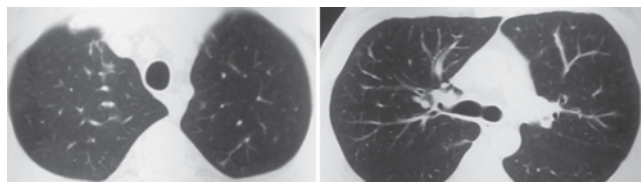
Пациент С., 41 год. КТ ОГК при поступлении. В S_2 правого легкого единичный очаг. В S_6 правого легкого мелкие очаги
